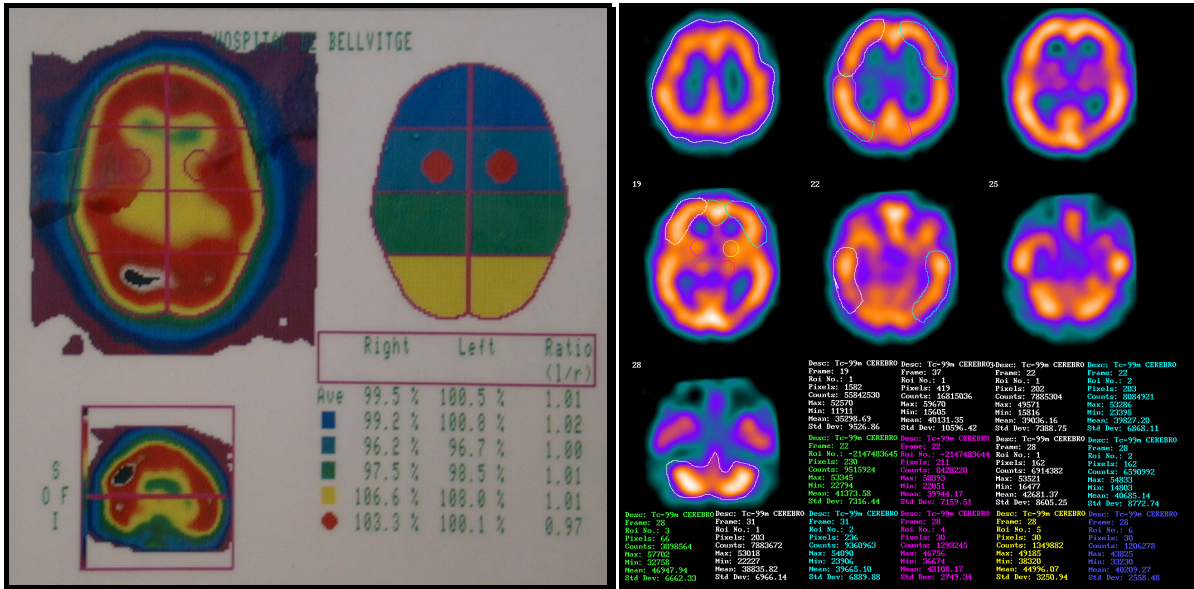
Sistemas de cuantificación del SPECT cerebral semiautomático y manual. En la imagen de la izquierda están definidas las diferentes regiones a partir de las que se calculan los índices de actividad y la ratio izquierda / derecha. En la imagen de la derecha las regiones de interés han sido dibujadas por el operador de forma manual calculándose para cada una de ellas su actividad media.
